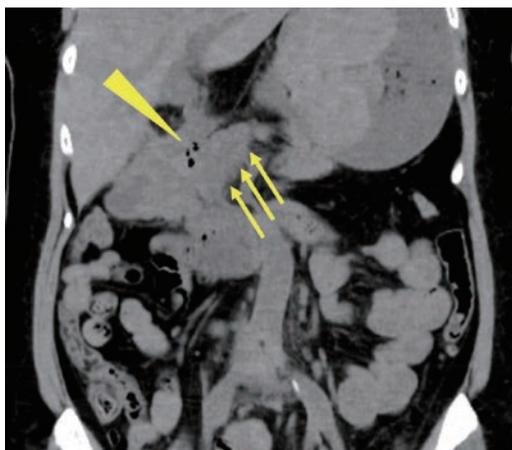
腹部CT冠状断。胃内に高吸収の内容物を認めた。臍頭部は一部低吸収(矢印)で内部にガス(矢頭)を含んでいた。(電子版カラー掲載)
